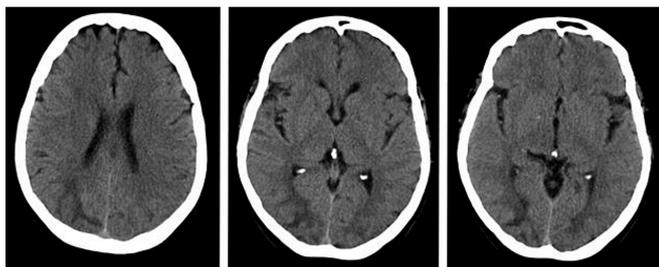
Компьютерная томография головного мозга пациентки Н.
